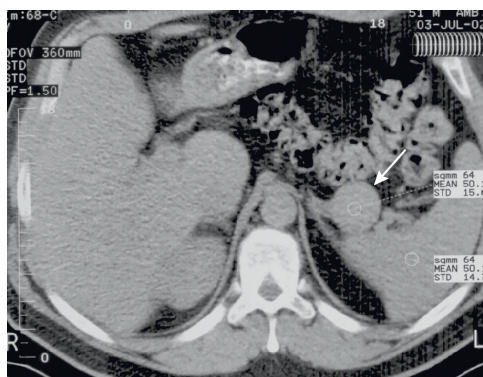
Дополнительная доляка селезенки, симулировавшая опухоль левого надпочечника при проведении ультразвукового исследования. Компьютерная томография надпочечников с внутривенным контрастированием. На латеральную ножку левого надпочечника наслаивается округлой формы дополнительная доляка селезенки (стрелка), в одинаковых степени и времени с селезенкой повысившая плотность после внутривенного контрастирования до 50,1 ед. Н
